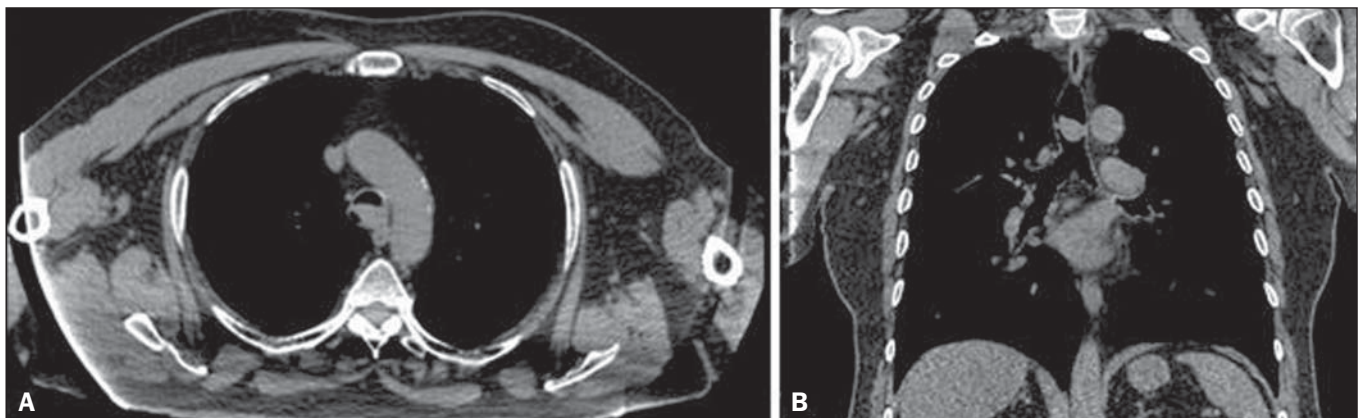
A: Axial CT scan, without contrast, showing an extensive, well-defined nodular mass in the distal trachea, measuring 2.1 × 1.3 × 1.7 cm, without signs of tracheal wall invasion. B: Coronal CT scan, without contrast, showing an expansive, well-defined nodular mass in the distal trachea, at the level of the carina, without signs of tracheal wall invasion.
